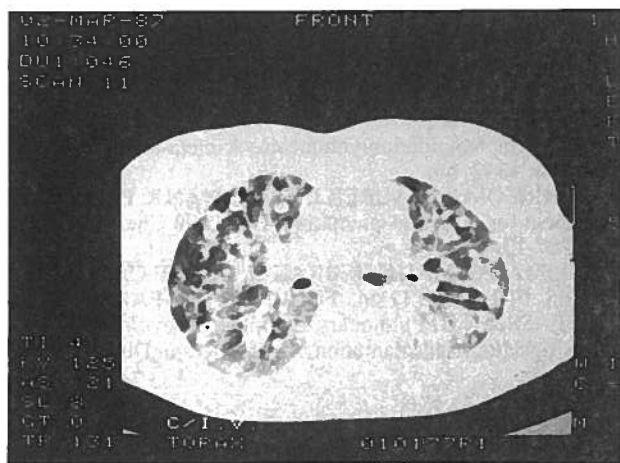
TAC Torácica : Micronódulos e quistos múltiplos bilaterais de várias dimensões.
